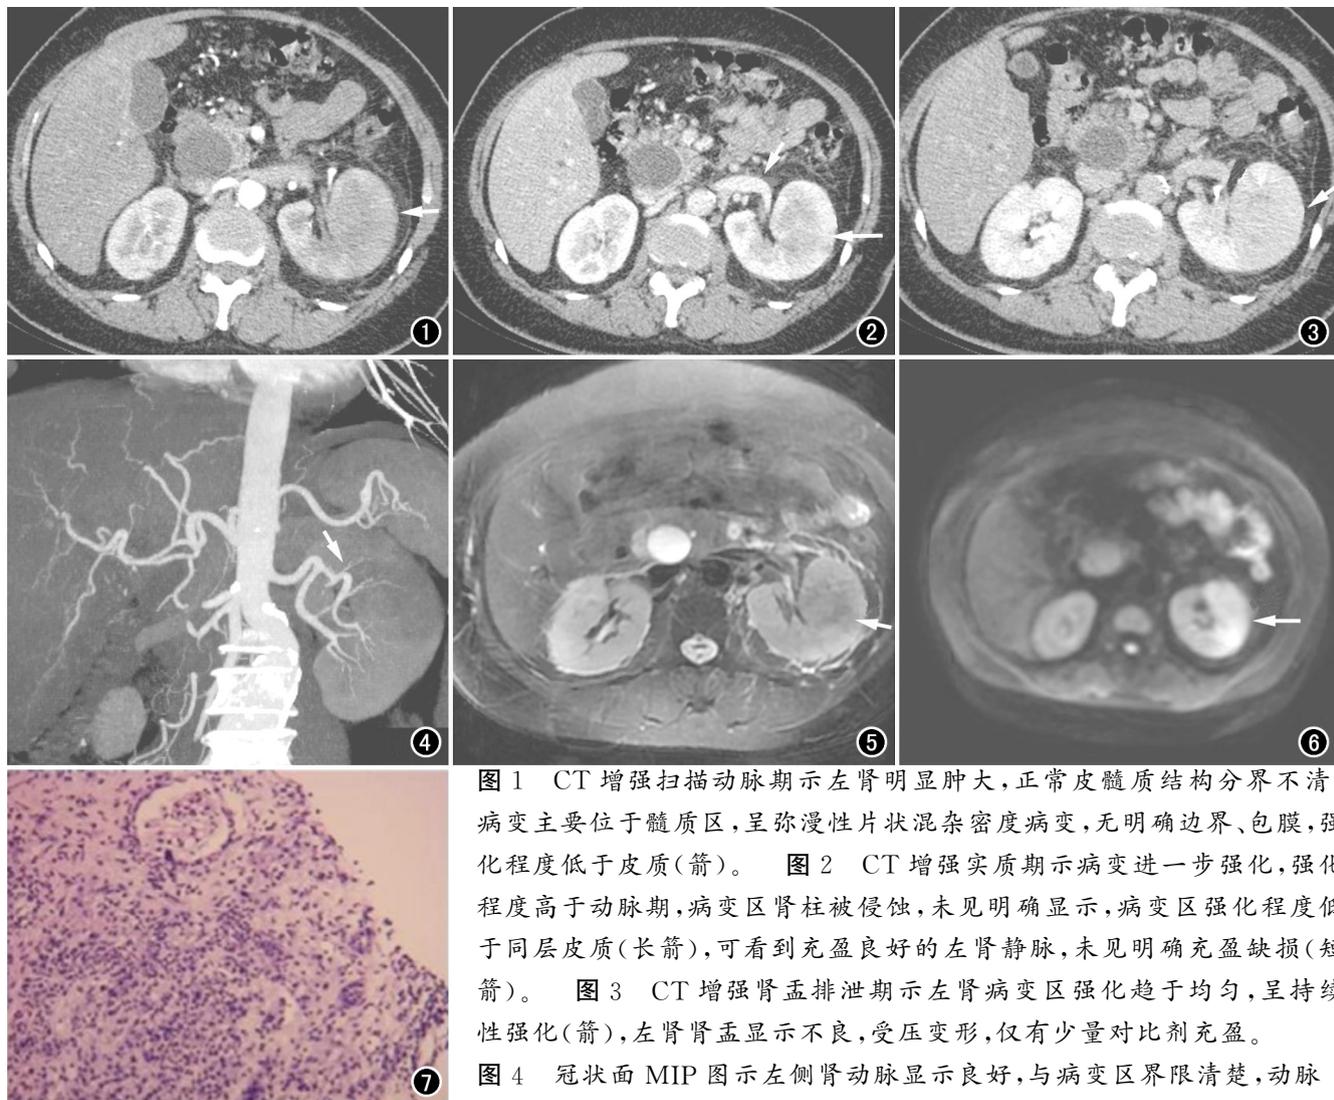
CT 增强扫描动脉期示左肾明显肿大,正常皮髓质结构分界不清,病变主要位于髓质区,呈弥漫性片状混杂密度病变,无明显边界、包膜,强化程度低于皮质(箭)。图 2 CT 增强实质期示病变进一步强化,强化程度高于动脉期,病变区肾柱被侵蚀,未见明确显示,病变区强化程度低于同层皮质(长箭),可看到充盈良好的左肾静脉,未见明确充盈缺损(短箭)。图 3 CT 增强肾盂排泄期示左肾病变区强化趋于均匀,呈持续性强化(箭),左肾肾盂显示不良,受压变形,仅有少量对比剂充盈。图 4 冠状面 MIP 图示左侧肾动脉显示良好,与病变区界限清楚,动脉
